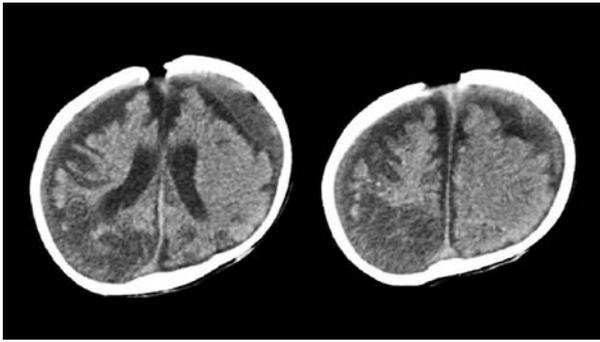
頭部単純CT(症例1;術後7ヶ月) 両側に硬膜下貯留液が残存し、脳萎縮も進行している。
